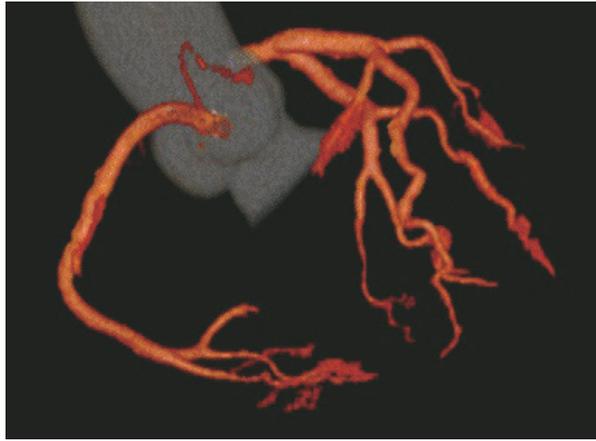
心電図同期 CT で撮像した冠動脈（赤色）と大動脈（灰色）
